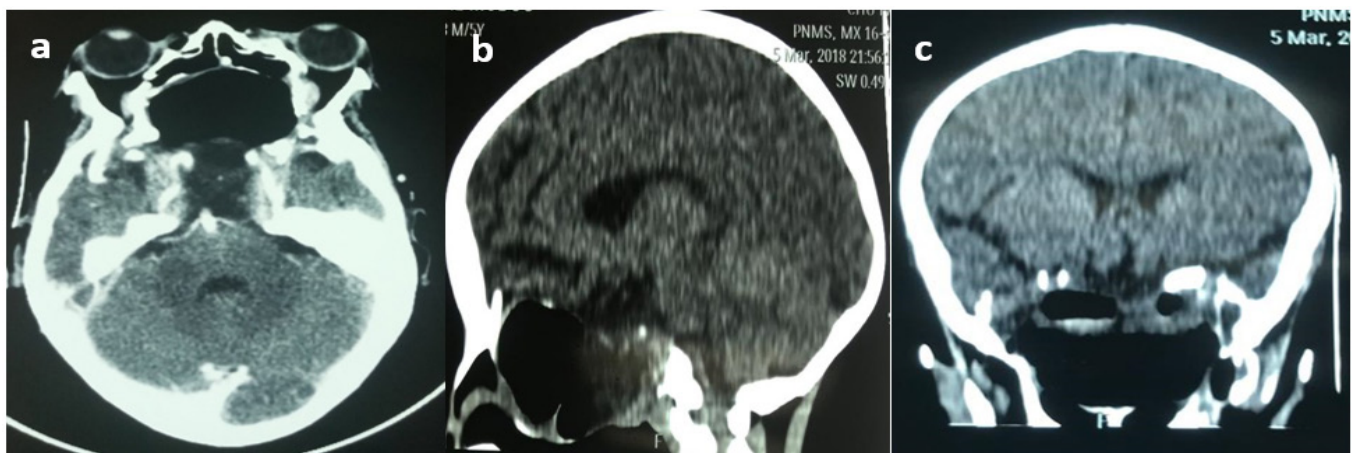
TDM cérébrale. a) coupe axiale ; b) coupe sagittale ; c) coupe coronale
